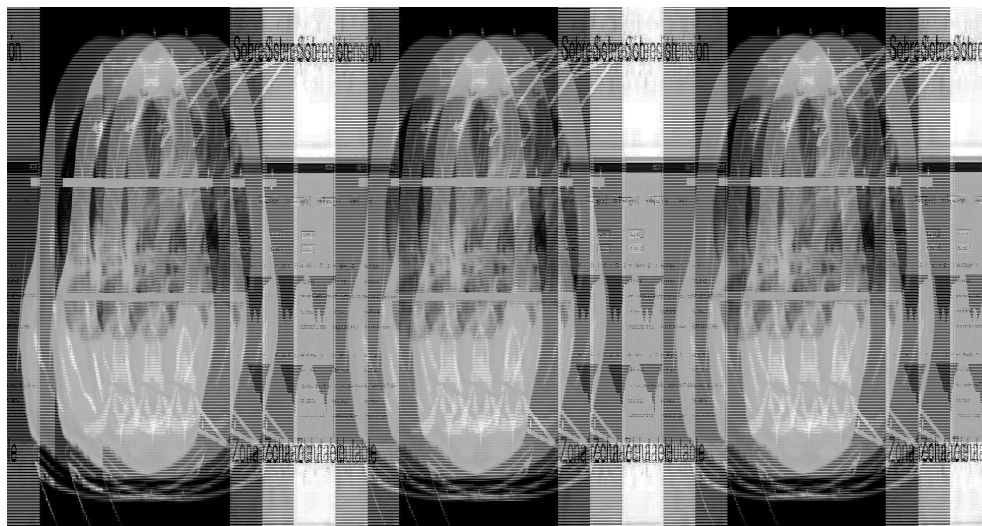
Detección de zonas de compromiso mecánico mediante tomografía axial computarizada (TAC). El empleo de nueva tecnología de radiología y análisis de las imágenes (creación de histogramas de densidades) nos permite analizar zonas del pulmón que podrían participar en la producción de lesión pulmonar inducida por el respirador (VILI).
